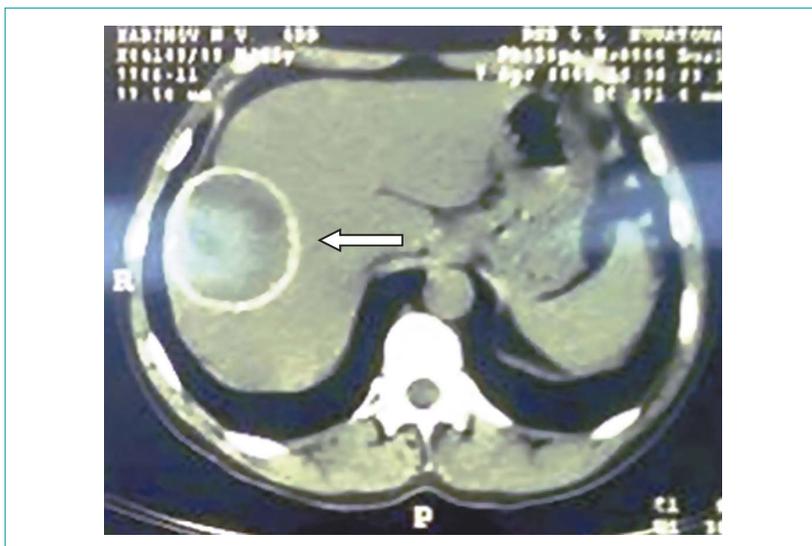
КТ-картина рецидивного эхинококкоза правой доли печени (указано стрелкой)
